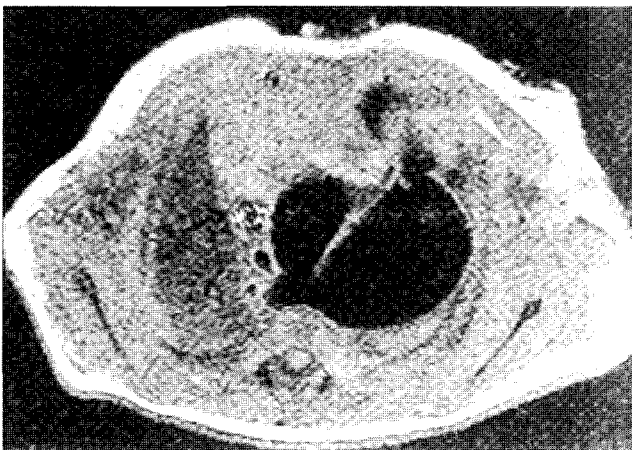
MR image demonstrates dysplastic pulmonary valve and aneurysmal dilatation of pulmonary artery .
